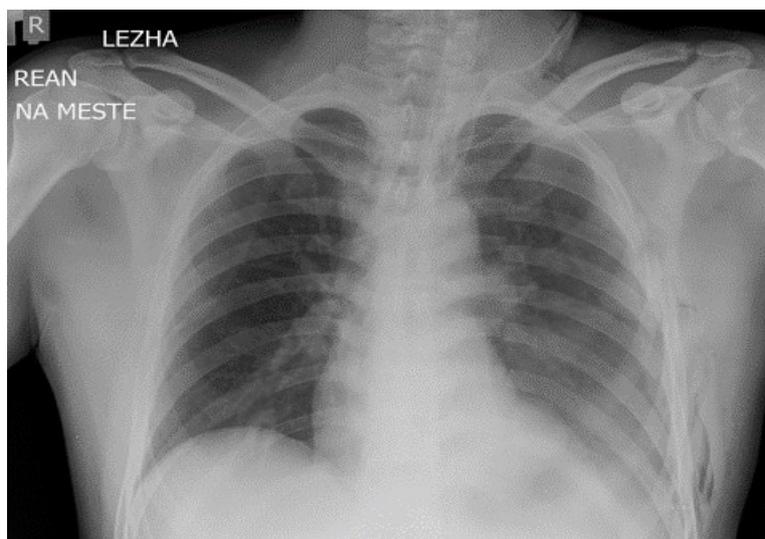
Рентгенограмма пациента Б. – визуализируются переломы ребер слева.
